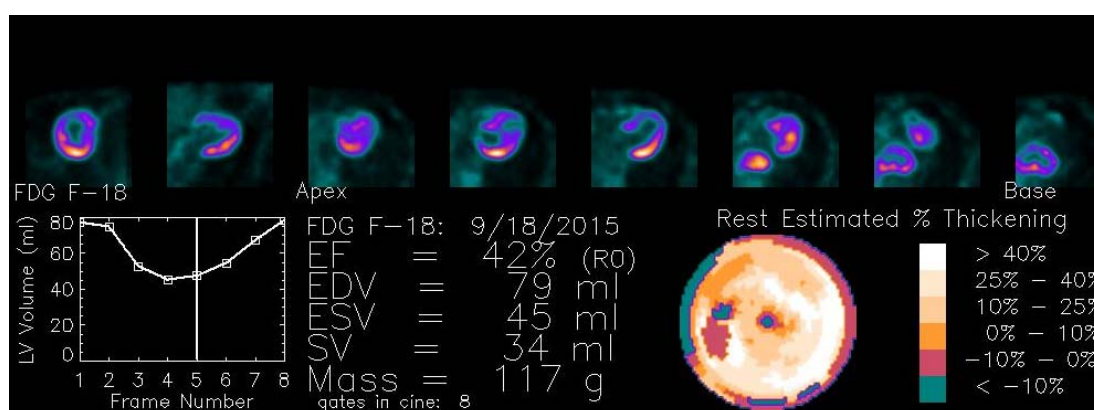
Quantificação da FEVE pelo PET-CT Cardíaco com ^{18}F -FDG - caso 7
